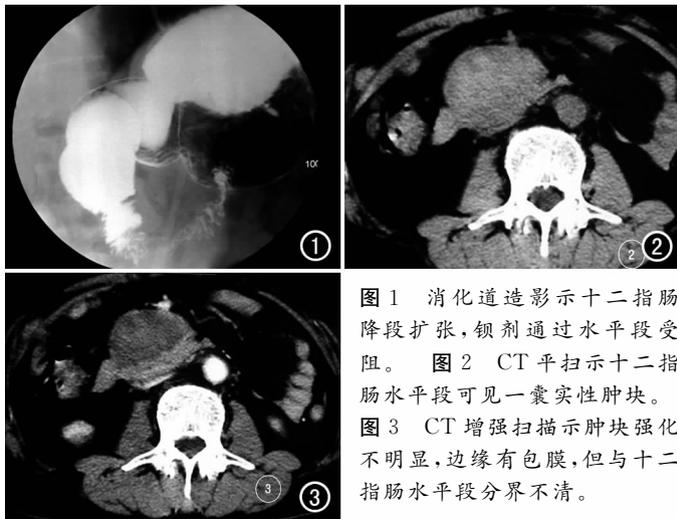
消化道造影示十二指肠降段扩张,钡剂通过水平段受阻。图2 CT平扫示十二指肠水平段可见一囊实性肿块。图3 CT增强扫描示肿块强化不明显,边缘有包膜,但与十二指肠水平段分界不清。
